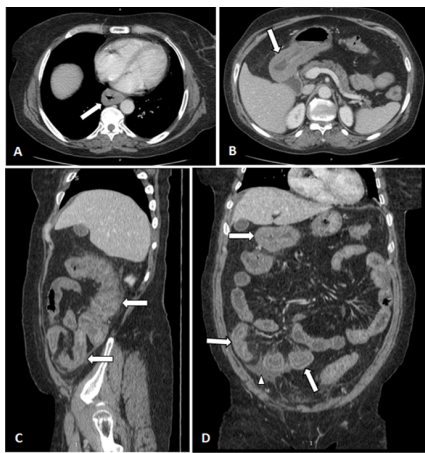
Épaississement pariétal. TDM abdominale après injection de PDC iodé au temps portal, (A) et (B) en coupe axiale, (C) en reconstructions sagittale et (D) coronale, chez une patiente de 64 ans suivie pour MC depuis 12 ans, reçue pour douleur abdominale, montrant un épaississement pariétal de topographie œsophagienne, pylorique, colique droite et grêlique (flèche) avec un épanchement liquidien de faible abondance au niveau de la fosse iliaque droite (FID) (tête de flèche).
